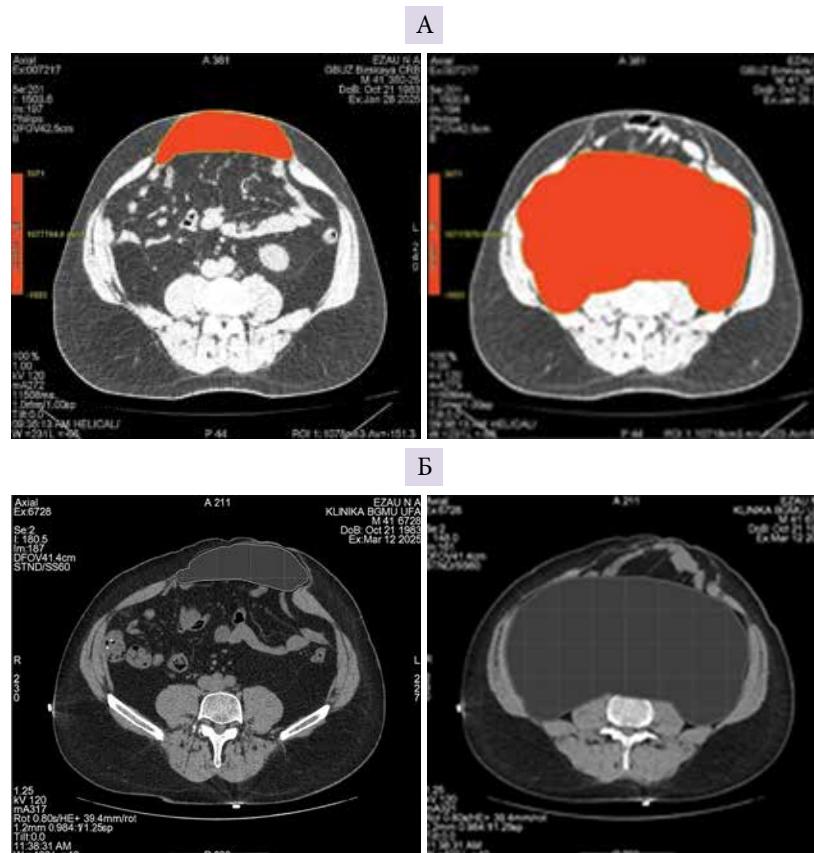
Компьютерно-томографические снимки пациента М. при первичном (А) и повторном (Б) осмотре
